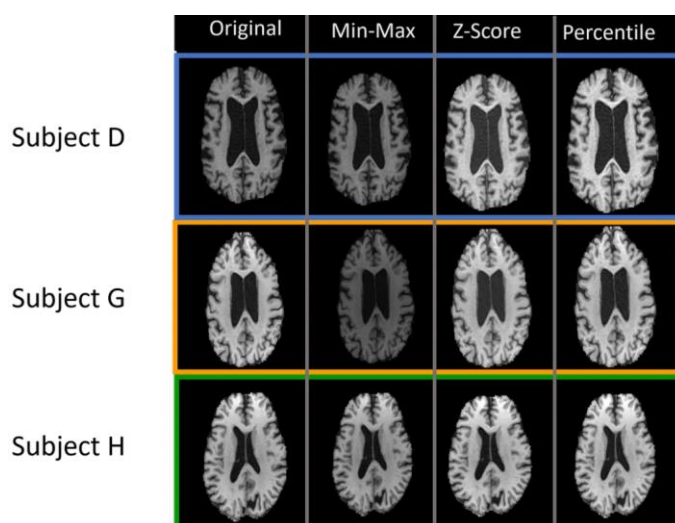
Нормалізація МРТ-зображень
